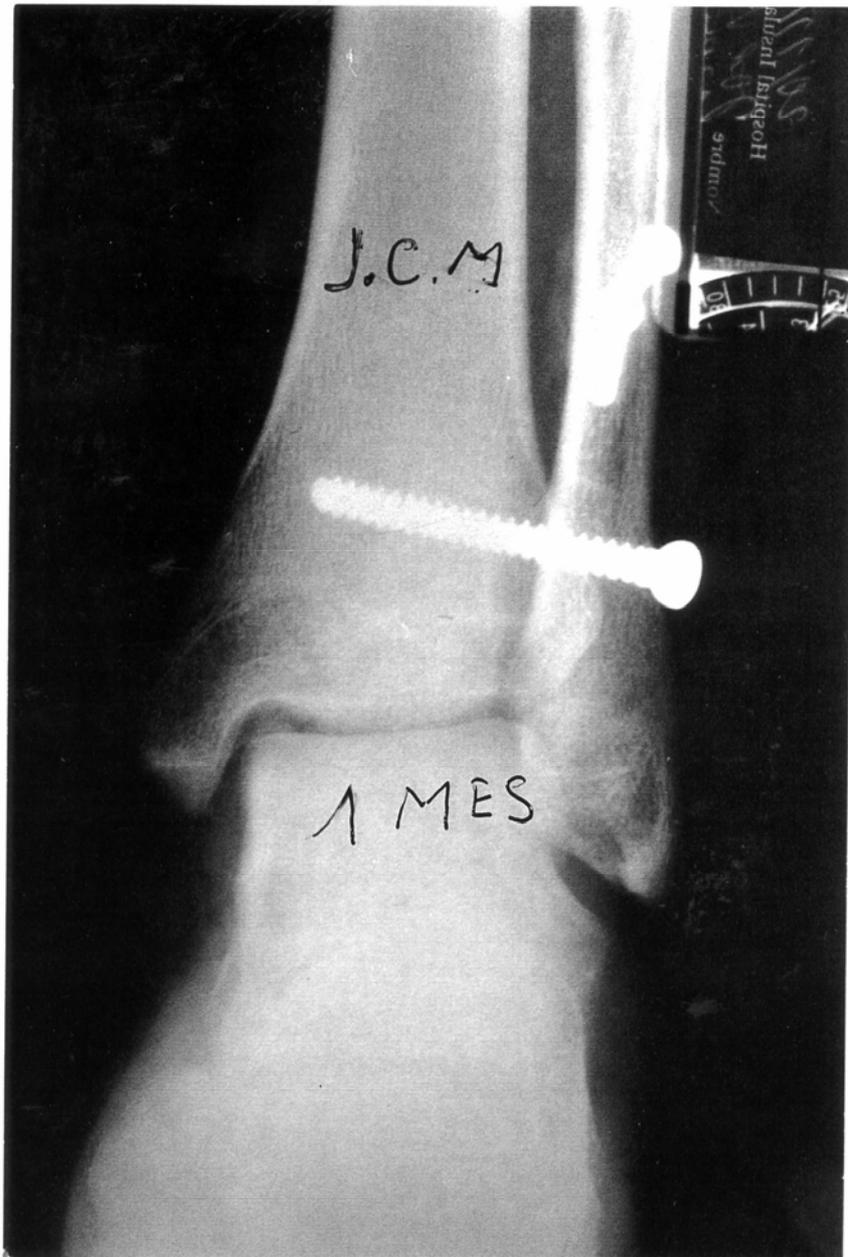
Radiografía anteroposterior del mismo paciente al mes de la intervención
